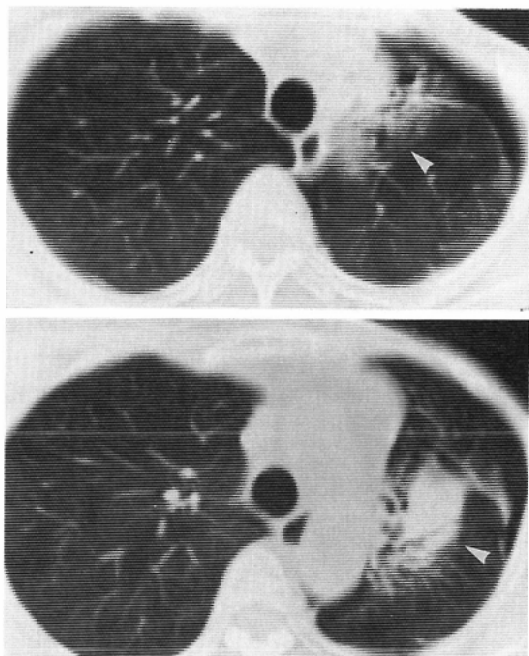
CT pattern of pulmonary change
